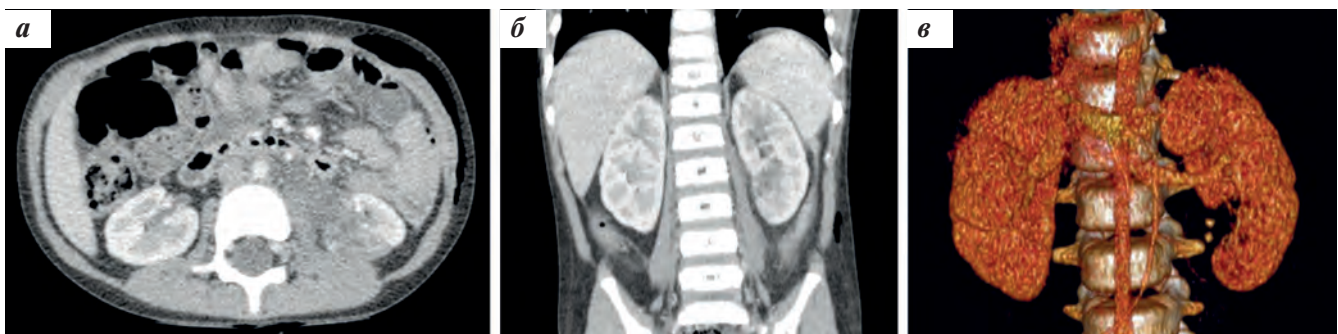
КТ левой почки: аксиальный (а) и фронтальный (б) срезы, 3D-реконструкция (в) после операции
